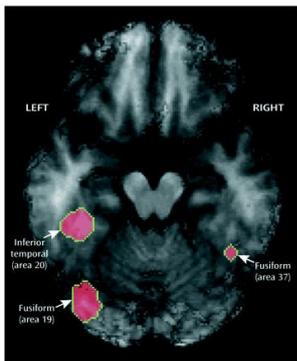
Activation des régions du cerveau au PET scan lors de la perception de couleurs.
